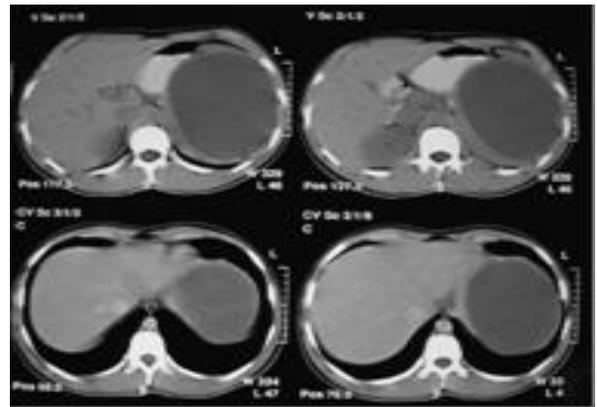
Tomografía que muestra colección homogénea
